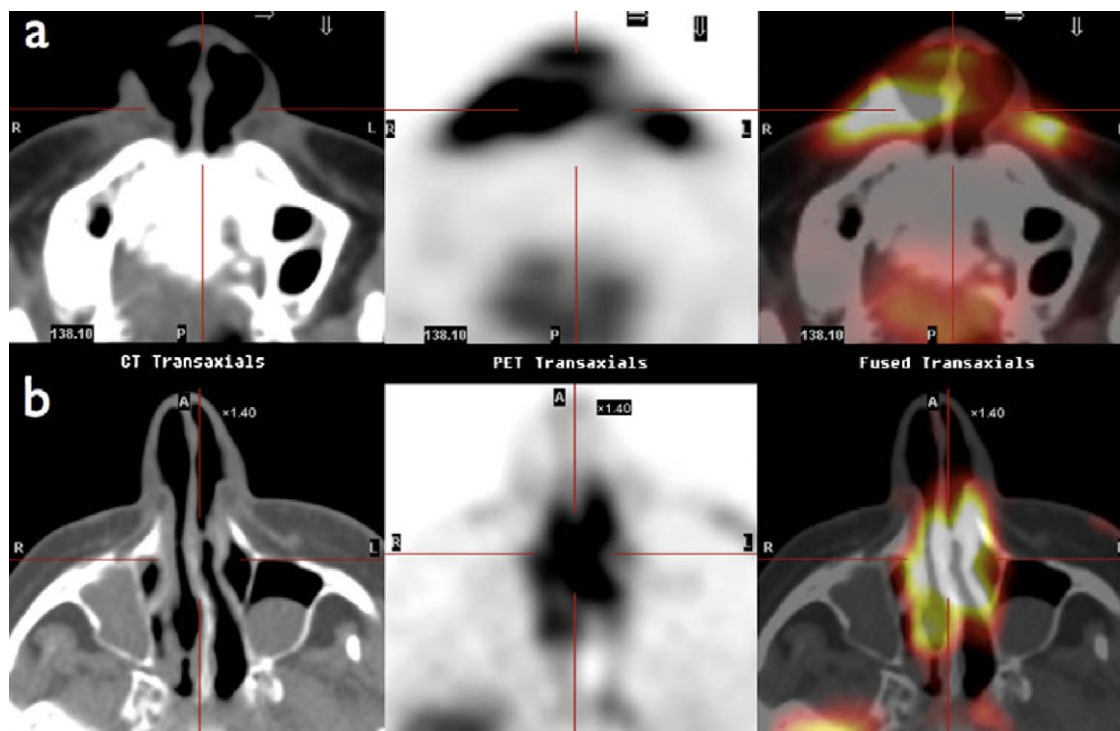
Coupes axiales TDM, imagerie 18F-FDG TEP TDM chez deux patients (42 et 78 ans) présentant une SNS. Fixation pathologique du radiotracer sur (a) le septum et les tissus paranasaux et sur (b) le septum et les cornets correspondant aux anomalies TDM.
